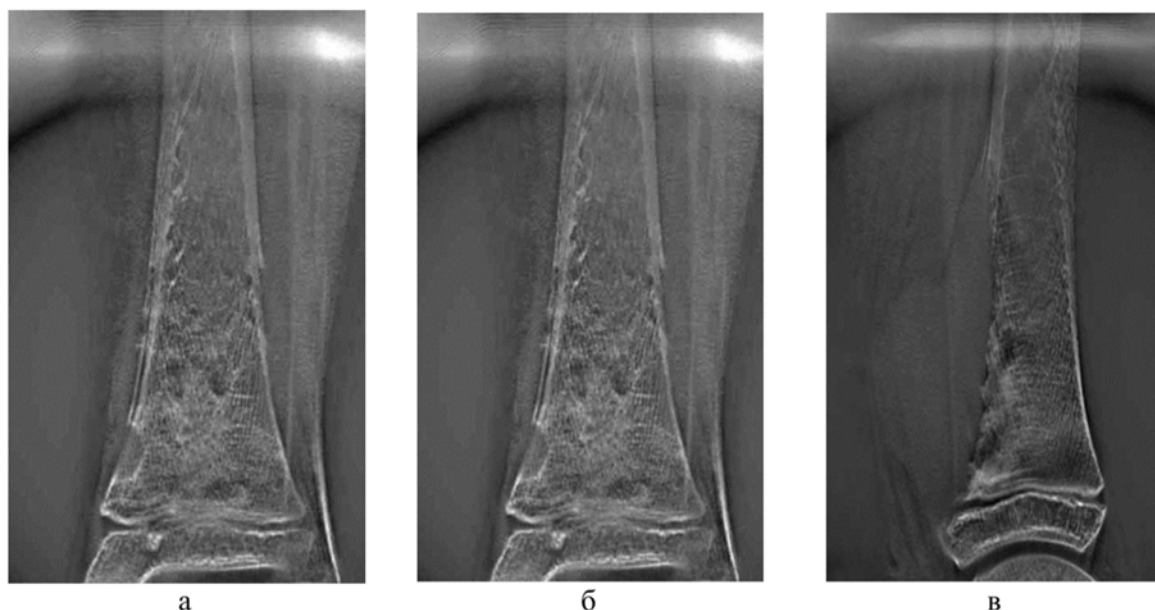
Серия томограмм (ТС) пациента Ж., 15 лет с диагнозом «остеогенная саркома»: а, б, в – отличительные признаки злокачественного образования — выраженный мягкотканый компонент, периостальная реакция по типу козырька Кодмана
